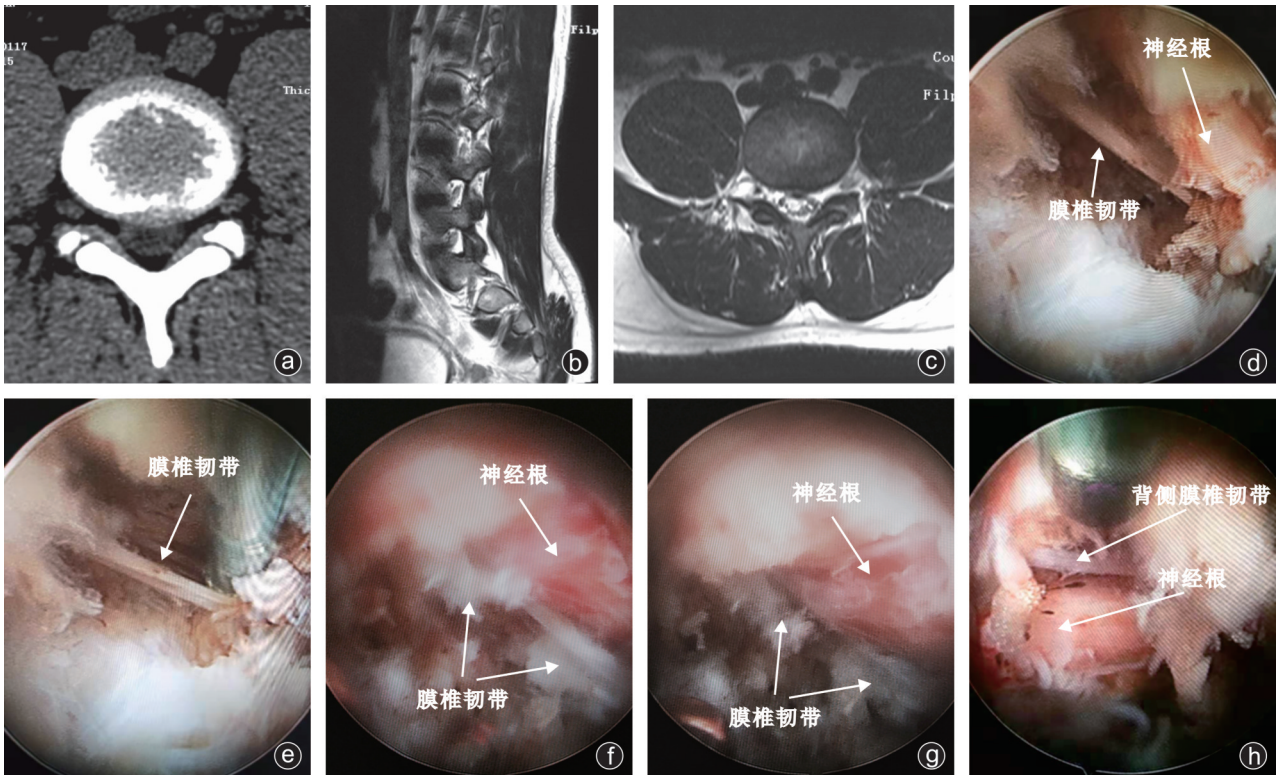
病人,女,34岁,L_{4/5}椎间盘突出症 a~c:术前CT、MRI检查;d、e:椎间孔镜手术操作视野中所见的膜椎韧带及神经根,神经根被膜椎韧带悬吊固定,活动受限;f:用射频电刀部分切断膜椎韧带后,神经根开始松懈、沉降;g:全部切断膜椎韧带后,神经根完全松懈、沉降,活动度变大,可见神经根搏动明显;h:神经根背侧也存在膜椎韧带
